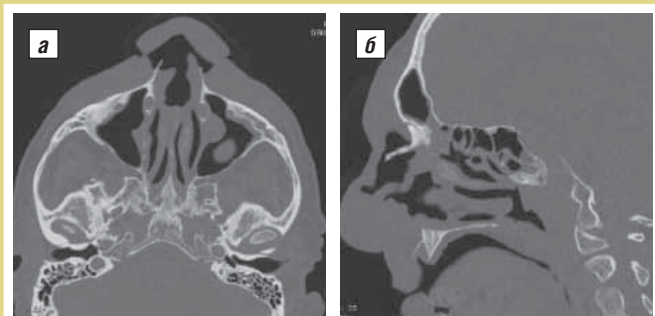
Деструкция носовой перегородки и носовых костей на КТ
